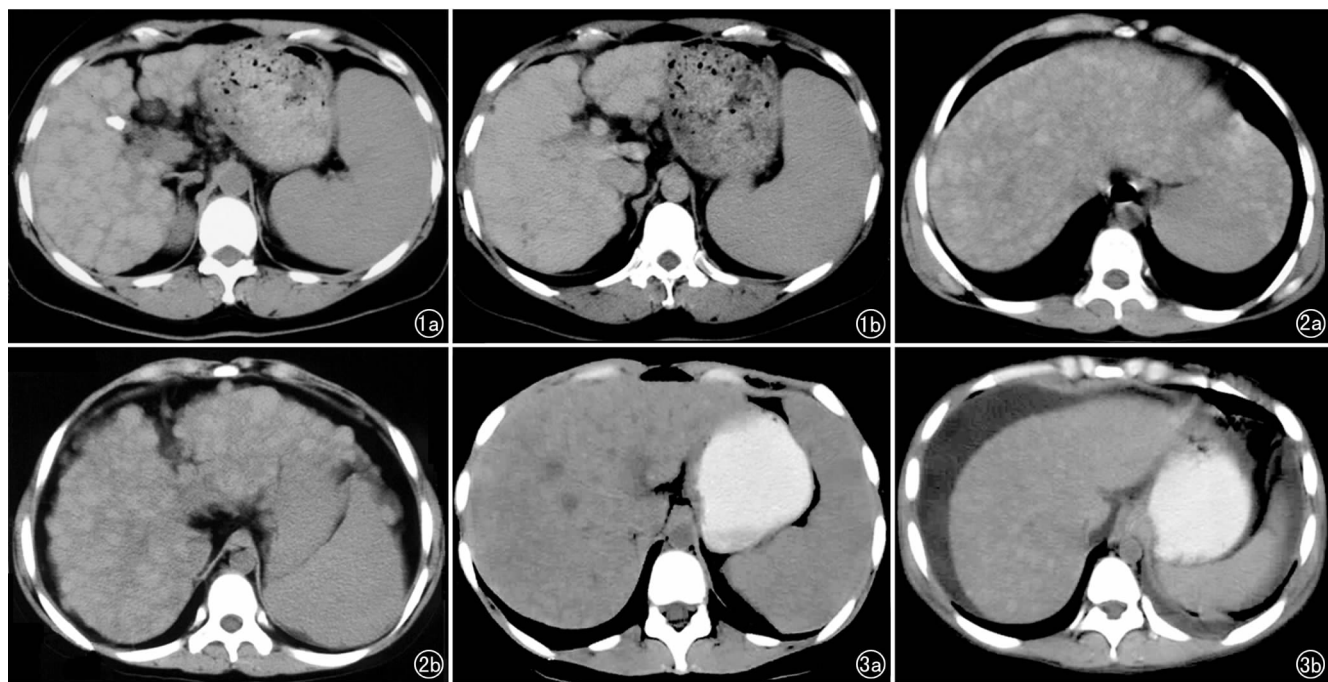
肝内弥漫性结节性肝硬化。a) CT 平扫示肝脏表面不完整,肝内可见多发不等的小结节影,胆囊结石,脾脏增大; b) CT 增强扫描示肝内结节未见明显强化。图 2 a) CT 平扫示肝内弥漫性结节性肝硬化; b) 1 年后 CT 平扫复查示肝内结节明显增大,肝裂增宽。图 3 a) CT 平扫示肝脏密度降低,肝内弥漫性细小稍高密度结节影,肝、脾增大; b) 1 年后 CT 平扫复查示肝脏体积缩小,肝内部分结节增大,密度稍增高,并出现中-大量腹水出现。
